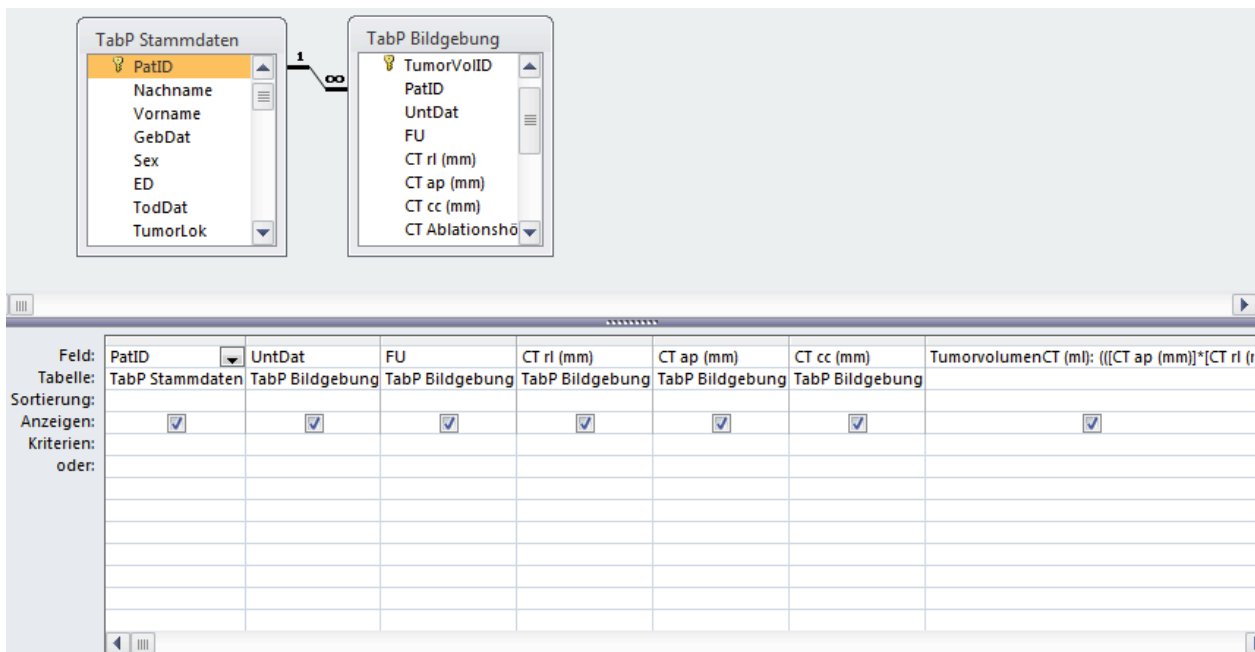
Abfrage zur Errechnung des Tumorumens Anhand der (mithilfe von CT-Bildern) ermittelten Tumordimensionen (Breite: rechts-links (rl), Tiefe: anterior-posterior (ap), Höhe: cranial-caudal (cc)) kann das Tumorumen in einer Abfrage berechnet werden. Neben dem Identifikationsattribut (PatID), den Zeitdeterminanten (UntDat und FU) und den Abmessungen (CT rl/ap/cc in mm), wird die Tumorumenformel (TumorumenCT) im Entwurfsbereich eingetragen
